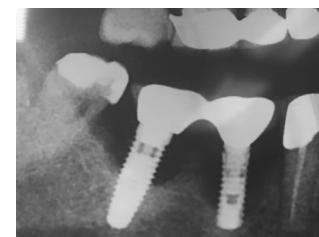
(а). Ортопантомограмма пациента К. до проведения хирургической ревизии.
